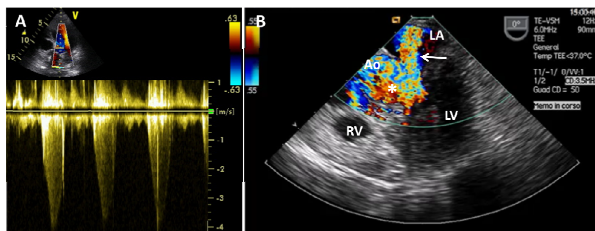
(A) Ecocardiogramma transtoracico con Doppler continuo praticato nel laboratorio di emodinamica documenta LVOTO (velocità di picco 4.2 m/s e gradiente di picco 70.9 mmHg). (B) L'esame transesofageo in proiezione medio esofagea a 0° documenta insufficienza mitralica severa (freccia) e fenomeno di aliasing al color Doppler suggestivo per turbolenza di flusso nell'efflusso ventricolare sinistro (asterisco). Ao, aorta; LA, atrio sinistro; LV, ventricolo sinistro; RV, ventricolo destro.
